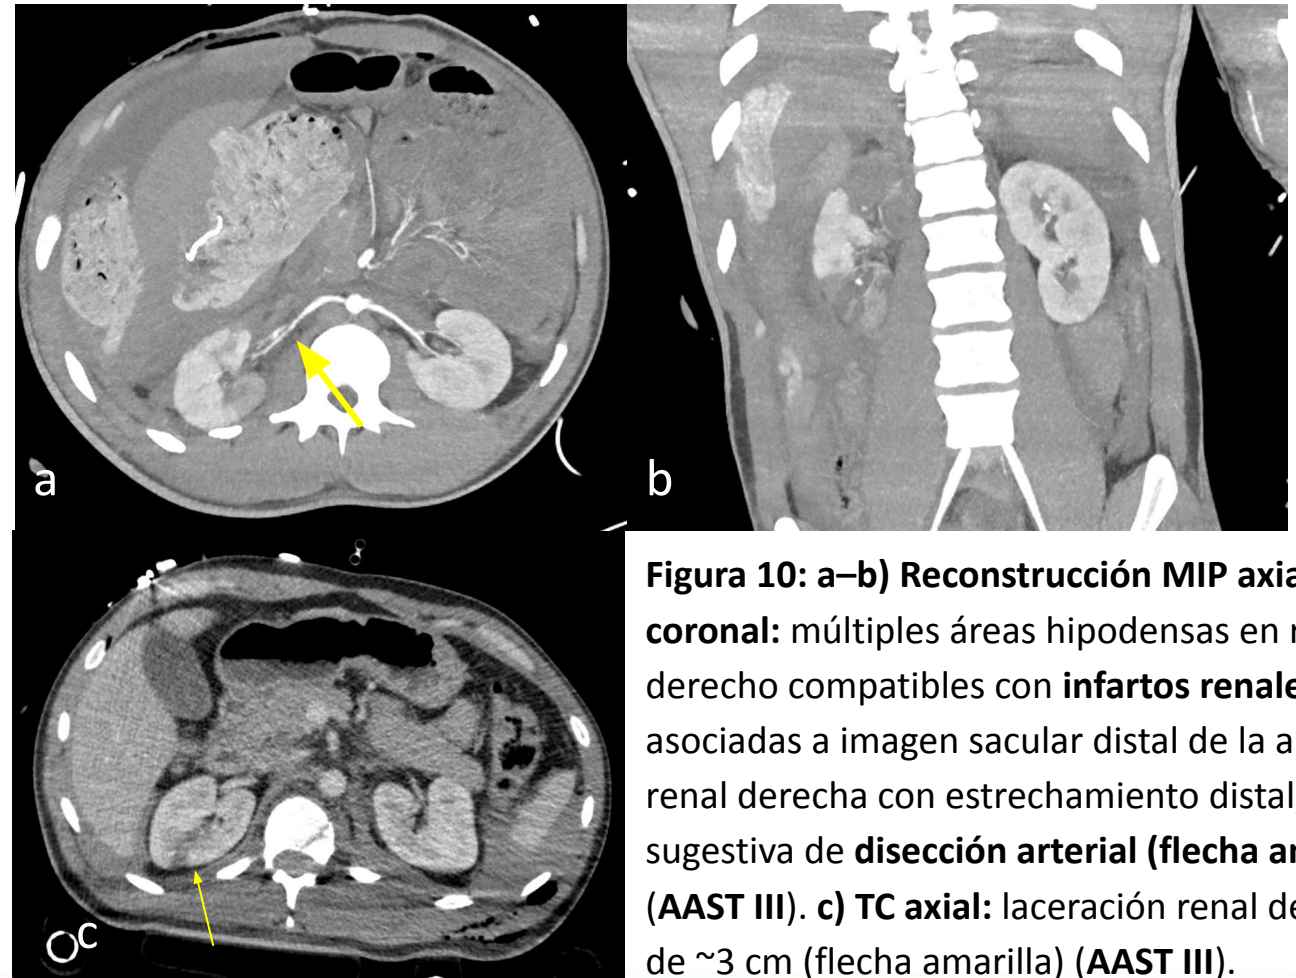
a–b) Reconstrucción MIP axial y coronal: múltiples áreas hipodensas en riñón derecho compatibles con infartos renales, asociadas a imagen sacular distal de la arteria renal derecha con estrechamiento distal, sugestiva de disección arterial (flecha amarilla) (AAST III). c) TC axial: laceración renal derecha de ~ 3 cm (flecha amarilla) (AAST III).
